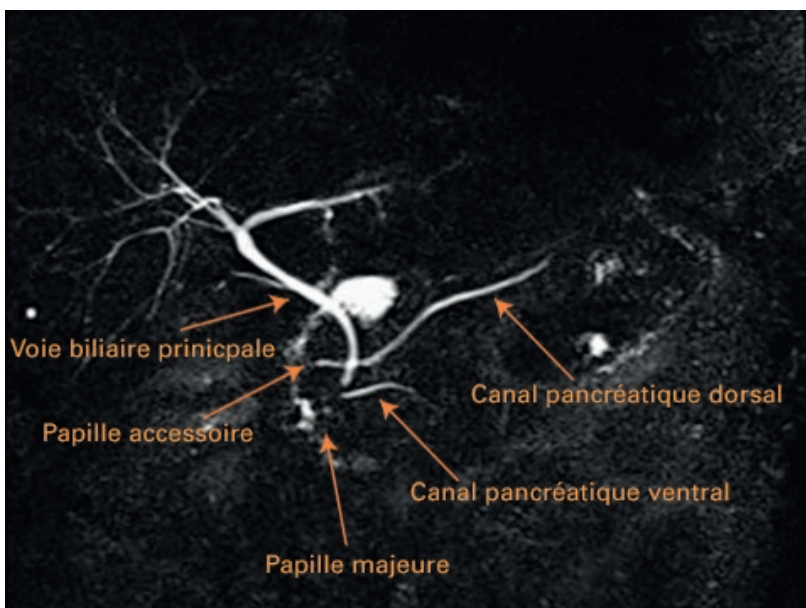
Cholangio-IRM du patient.
